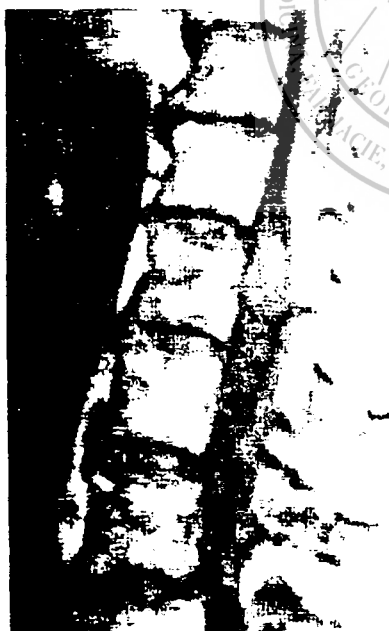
Secvențe RMN T1 evidențiind o tumoră izointensă cu măduva (schwanom)
